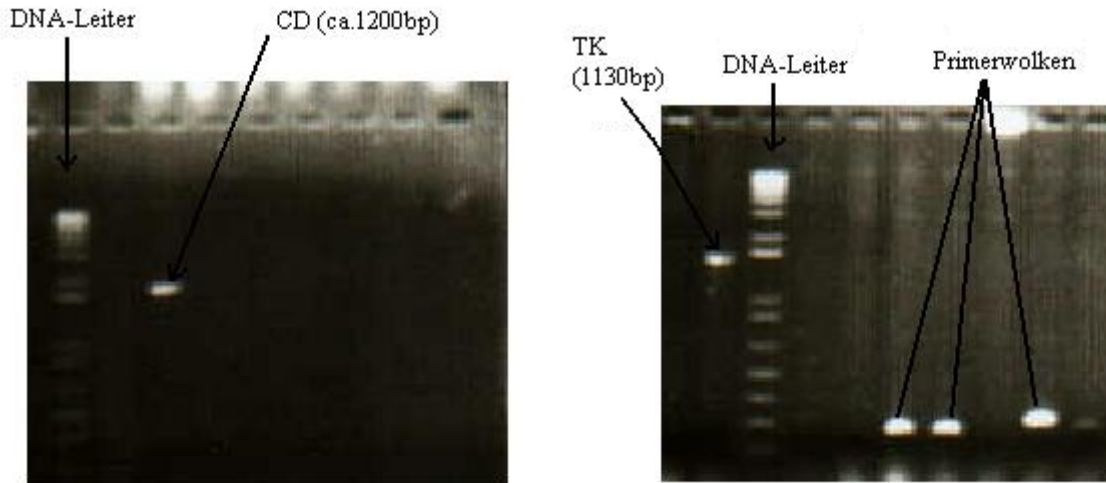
links: CD in der Gelelektrophorese; rechts: TK in der Gelelektrophorese
